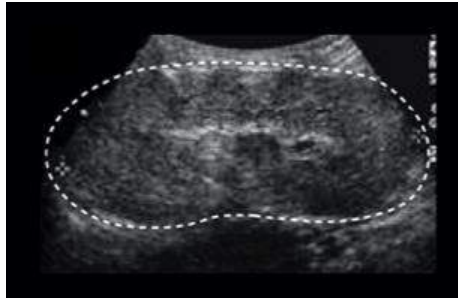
Échographie rénale d'un patient atteint du SJ montrant un rein augmenté de taille et hyperéchogène avec une baisse de la différenciation cortico-médullaire . [121]
